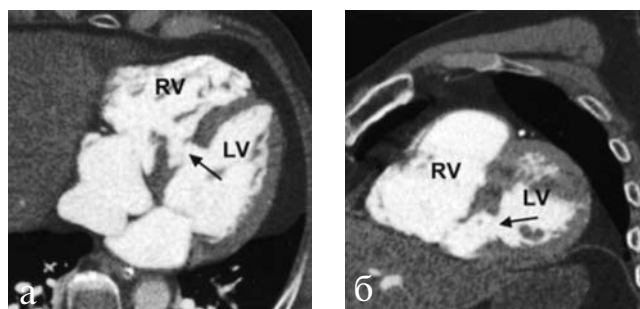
МСКТ сердца. Разрыв межжелудочковой перегородки при ОИМ (стрелка).
